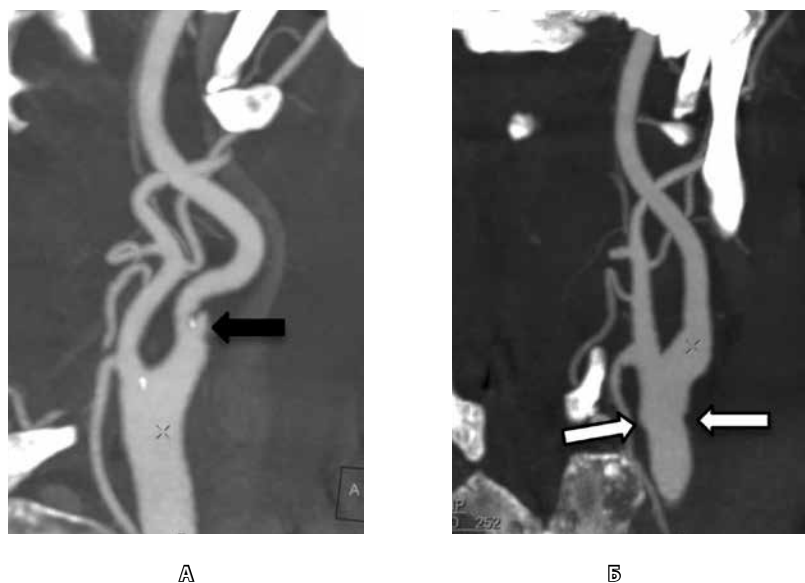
Нормальное послеоперационное состояние артерий после эверсионной каротидной эндартерэктомии. А – предоперационная МСКТ, артериальная фаза болюсного контрастирования, реконструкция максимальной интенсивности: выраженное сужение на уровне луковичи внутренней сонной артерии за счет изъязвленной бляшки (черная стрелка); Б – послеоперационная МСКТ, криволинейная реконструкция: общая сонная артерия, внутренняя сонная артерия и наружная сонная артерия контрастируются гомогенно, контуры артерий минимально деформированы (белые стрелки)
